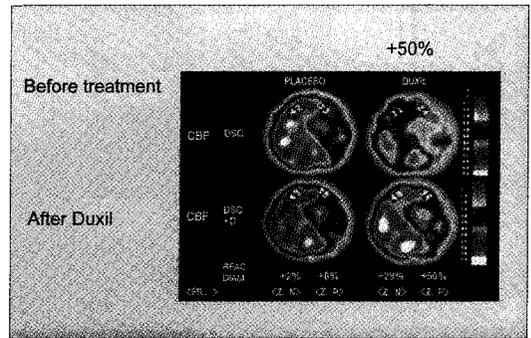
SPECT 검사 결과 (placebo 와 비교임상)
